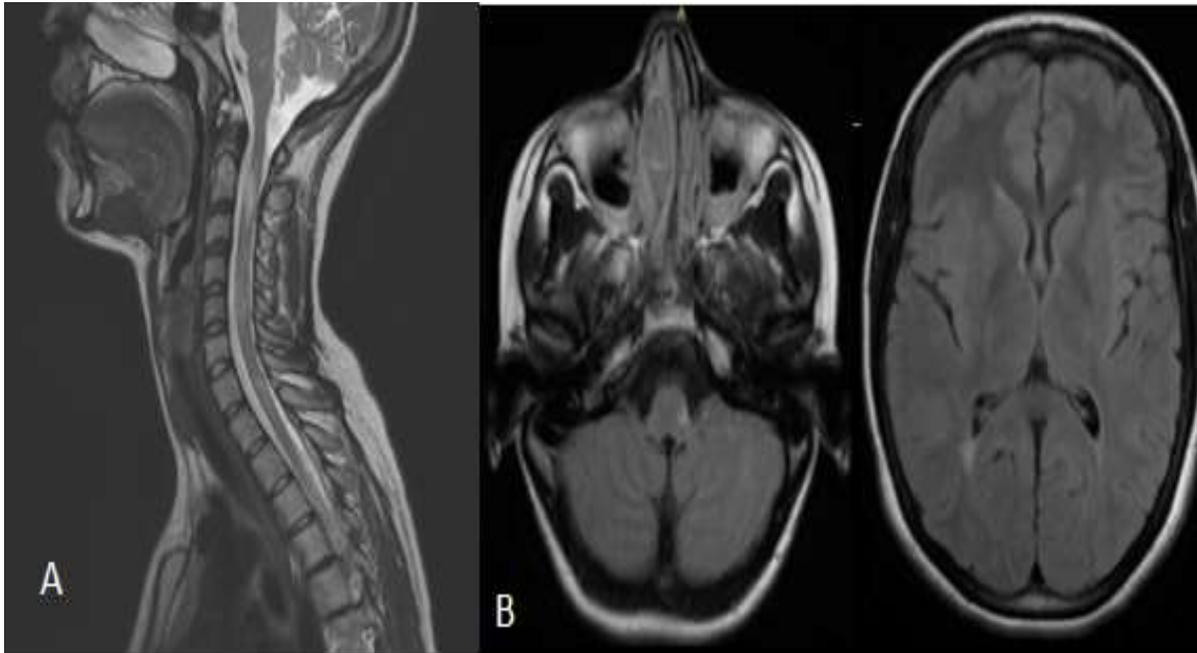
IRM cérébrale et médullaire cervicale : coupe axiale Flair, et coupe sagittale T2 a objectivé l'apparition de 3 lésions, une lésion bulbaire, une lésion en regard de la corne occipitale droite et une lésion medullaire cervicale en regard de C2-C3
